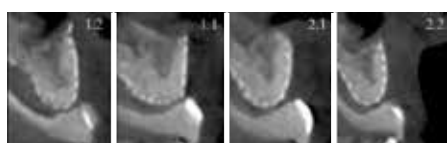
Cone Beam Computerized Tomography, nueve meses despues de la regeneración.
